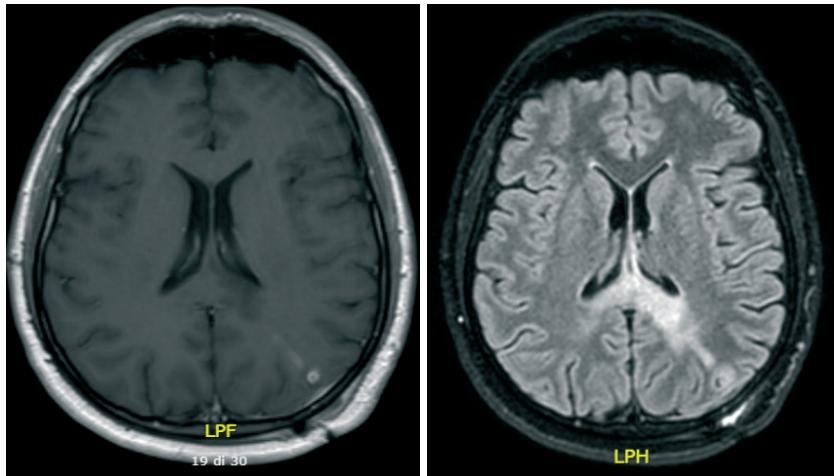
Immagini RM dopo terapia steroidea che mostrano la riduzione della lesione.
